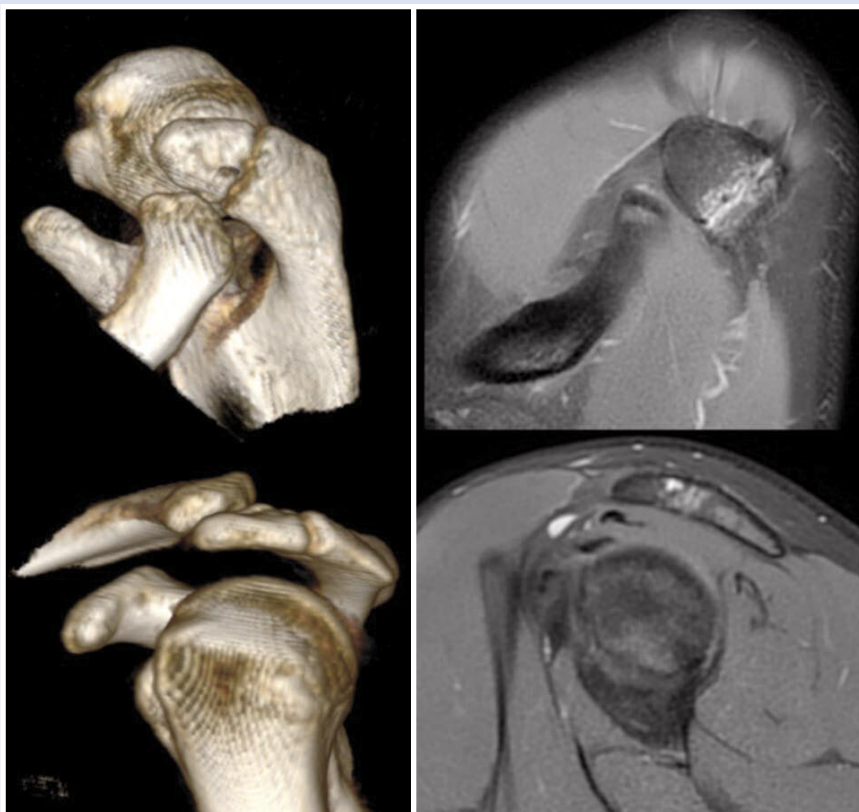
КТ и МРТ картина os acromiale левого плечевого сустава до оперативного лечения.
